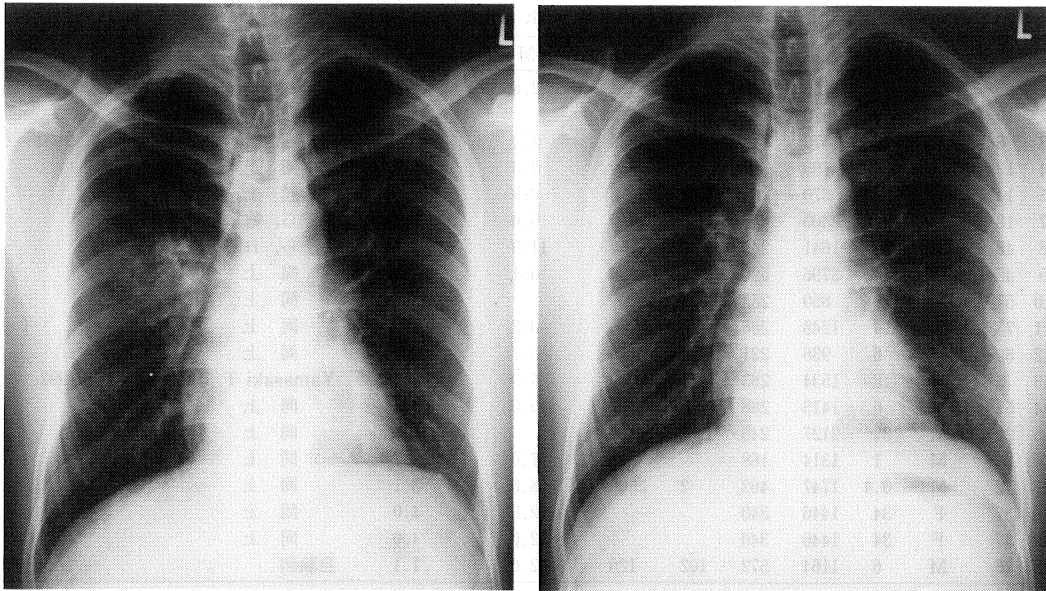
Chest radiographs obtained on admission (left) and on the 7th hospital day (right).
